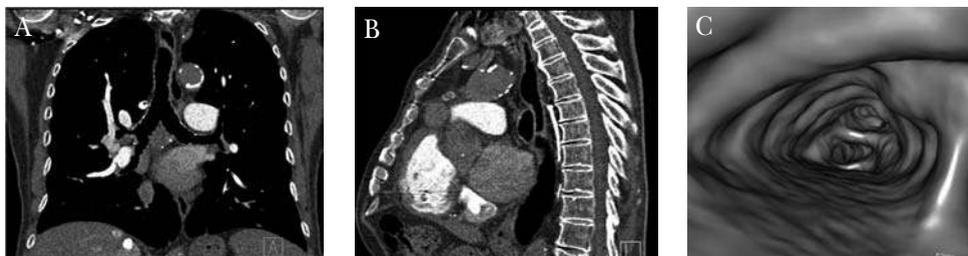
Tomografía computarizada. A y B). Reconstrucciones multiplanares en proyección coronal y sagital. C). Broncoscopia virtual.
